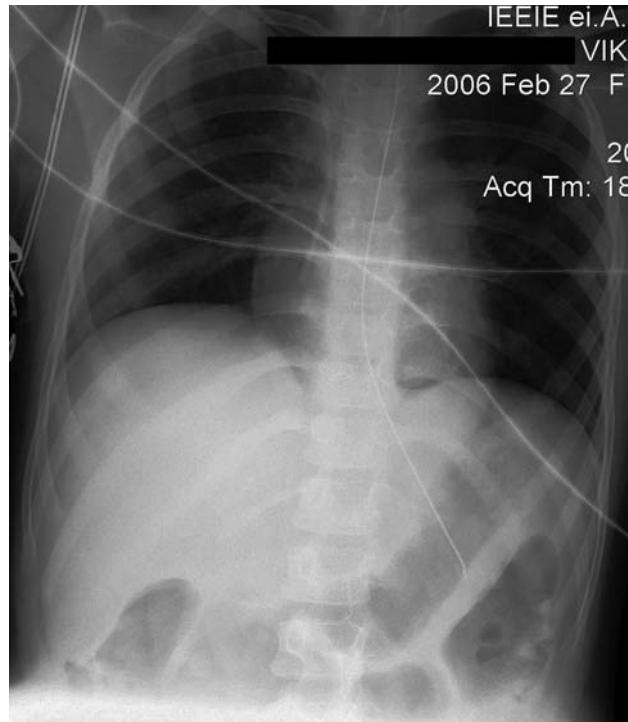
Рентгенография органов грудной клетки после установки атриального катетера
